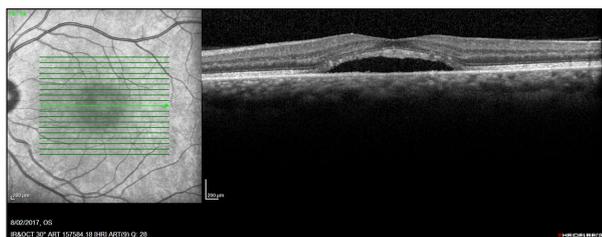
Optical Coherence Tomography (OCT) maculaire de l'œil gauche du patient du cas clinique n°1 mettant en évidence un décollement séreux rétinien le 08/02/2017.
